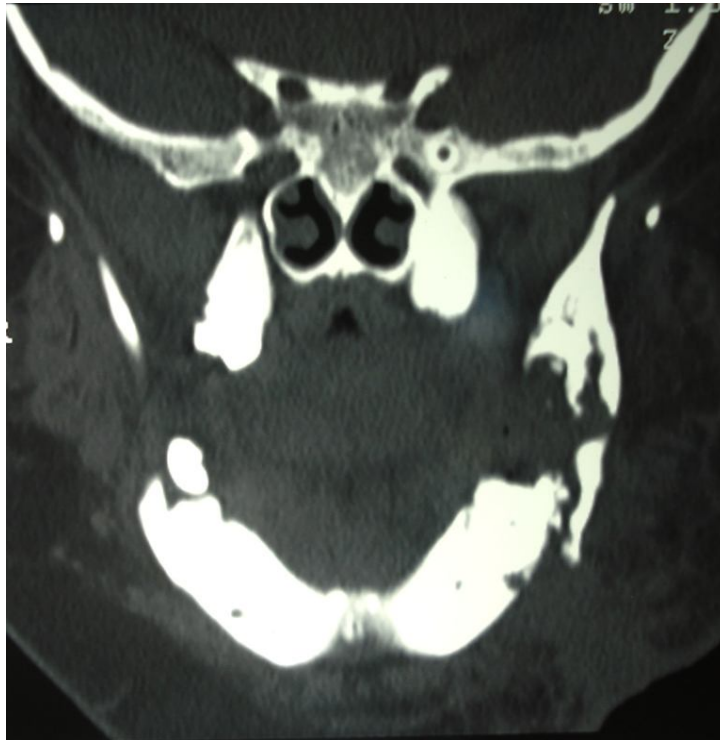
Tomografía corte axial.
